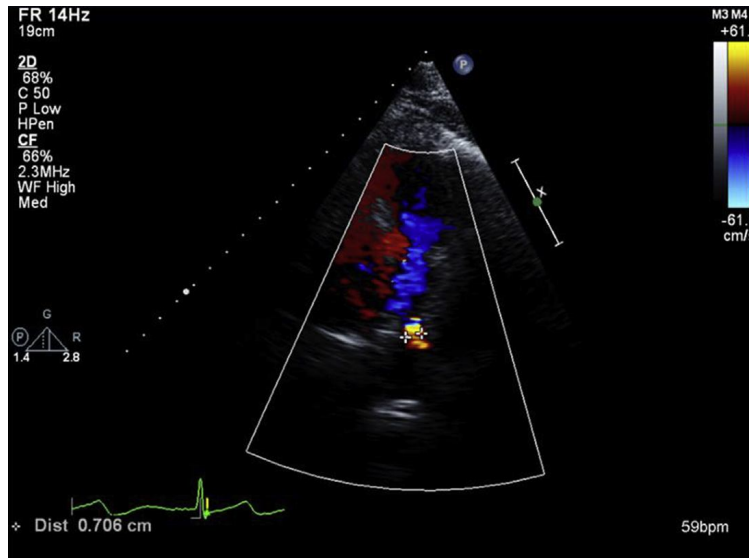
coupe parasternale petit axe, montrant un gros canal artériel en doppler couleur.
